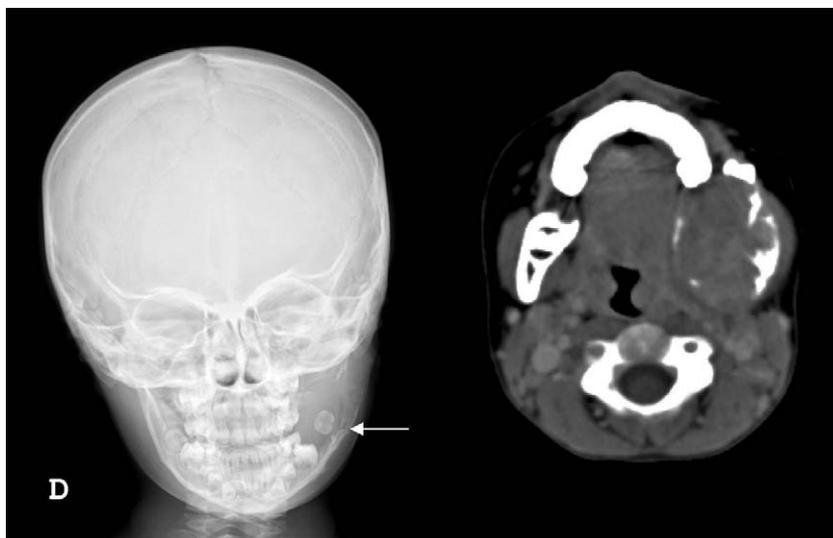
Imagen transparente con apariencia de «diente flotante» en la radiografía simple. Imagen lítica, expansiva con preservación de la cortical mandibular y ausencia de captación de contraste en la tomografía computarizada.
